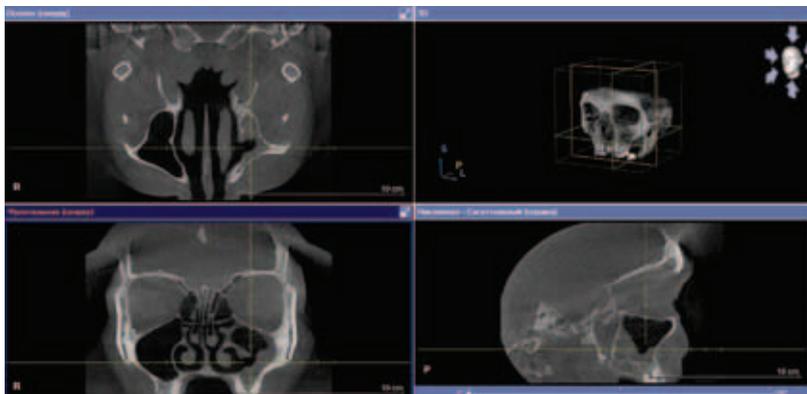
3D-КТ околоносовых пазух в трех проекциях на седьмой день после операции
